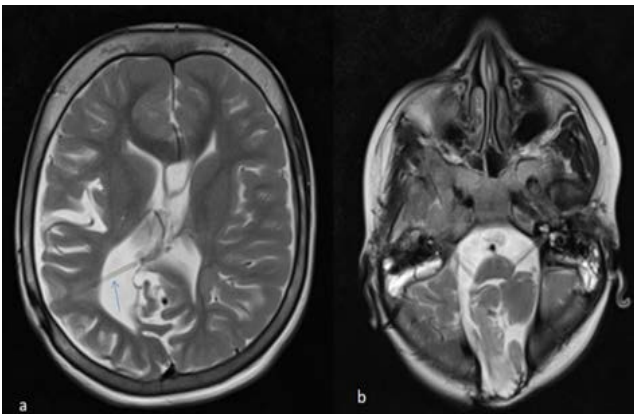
a- T2-weighted axial cranial MR image with shunt catheter of an 11-year-old female patient, shown by blue arrow, secondary to hydrocephalus, b- Encephalocele in the same patient.
